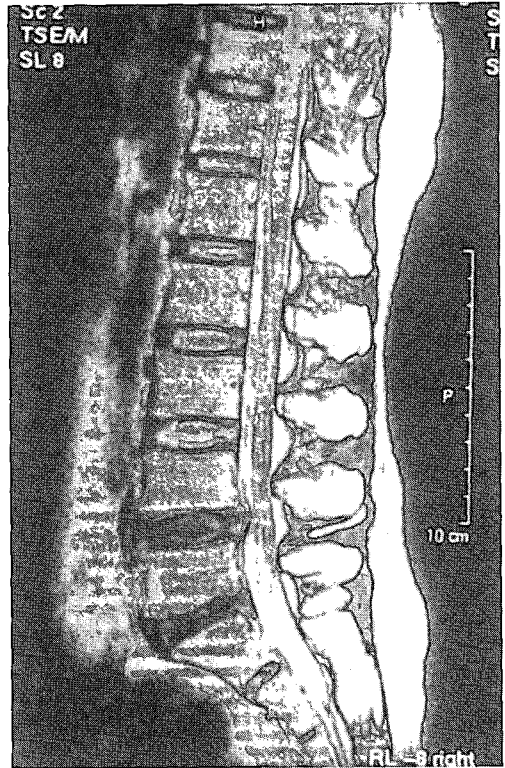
MRI of Lumbar spine. Sagittal view. T1 performed at 2003-10-06
